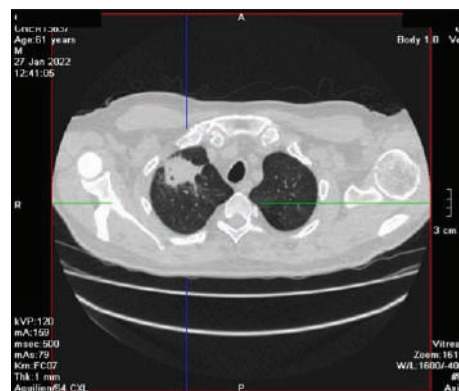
МСКТ ОГК от 27.01.2022
